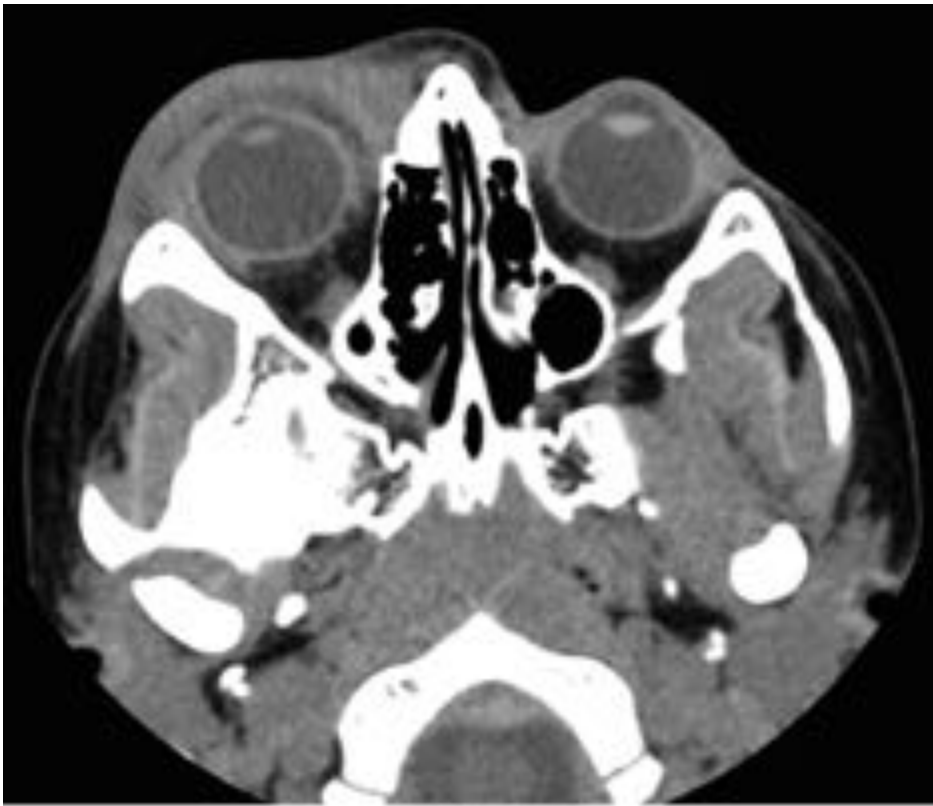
HEMATOMA PRESEPTAL. Paciente con antecedentes de traumatismo orbitario en ojo derecho. Imagen de TC, corte axial sin contraste en el que se objetivan un marcado engrosamiento y aumento de la densidad de partes blandas anteriores al globo ocular derecho, hallazgos compatibles con hematoma preseptal.
